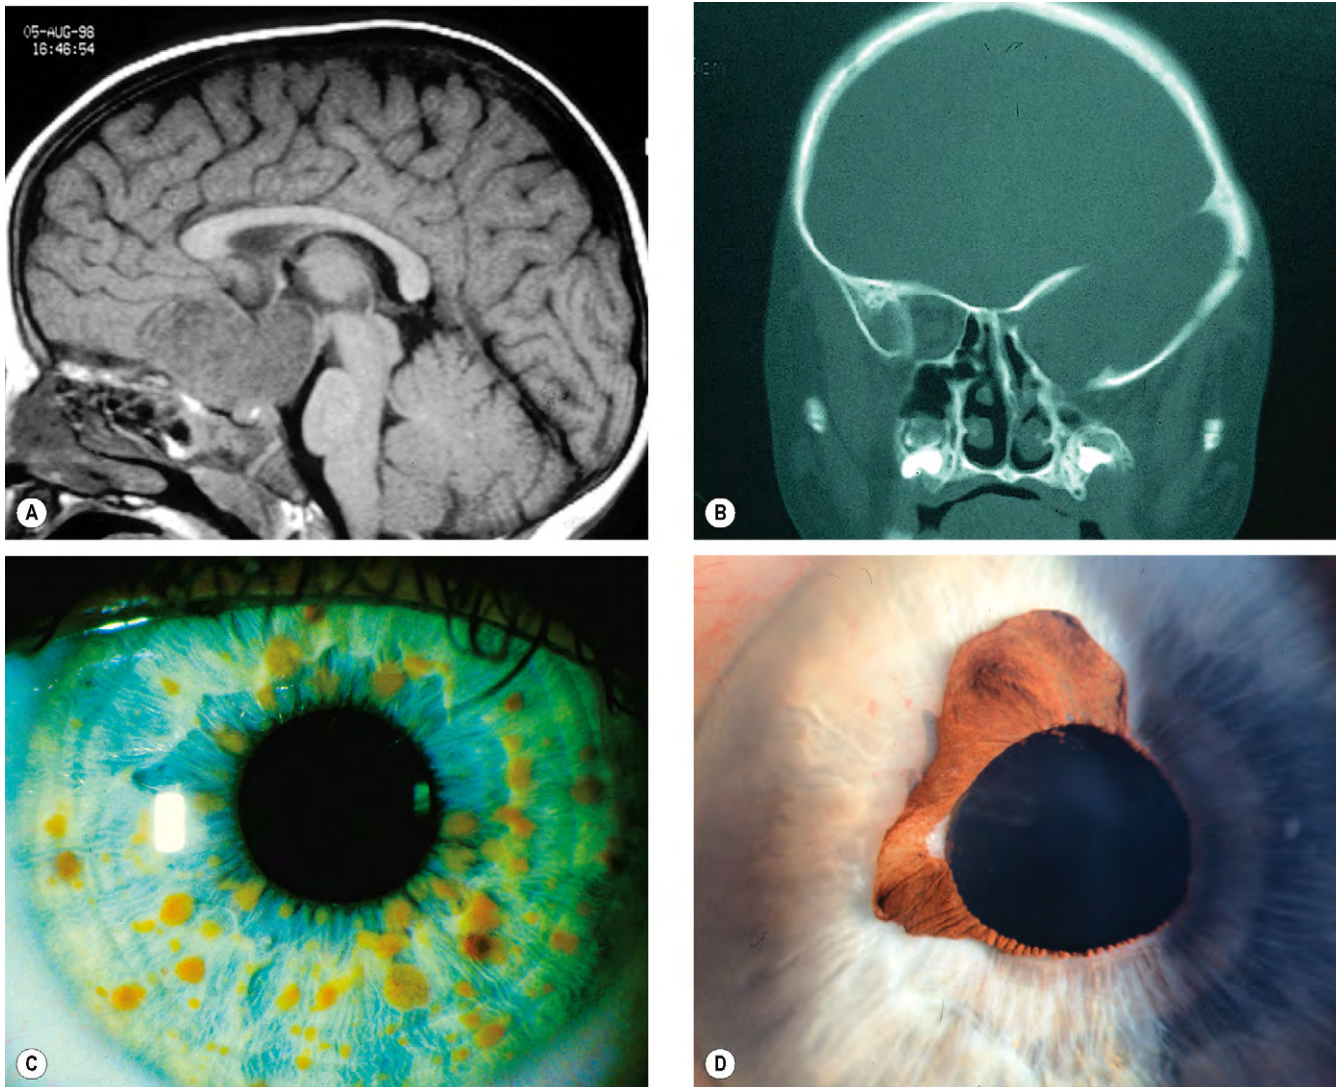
Signos oculares de la NF1. (A) La imagen sagital de RM potenciada en T1 muestra un glioma del nervio óptico con invasión del hipotálamo; (B) la imagen coronal de TC muestra ausencia del ala mayor del esfenoides izquierdo; (C) nódulos de Lisch; (D) ectropión congénito de la úvea.
